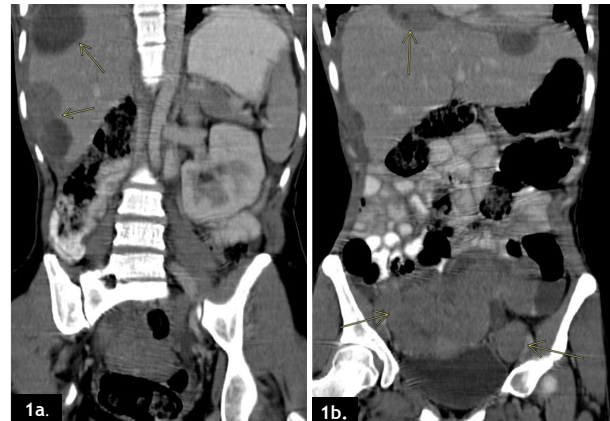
Cortes coronales de TAC de abdomen: se observan múltiples implantes subcapsulares hepáticos (1a y 1b), así como implantes peritoneales perihepáticos e implantes en la pelvis (1b).
